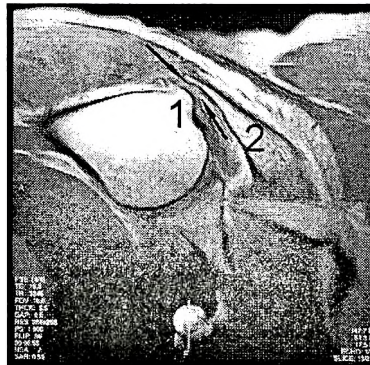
Кинематическая магнитно-резонансная томограмма плечевого сустава с тендиномом манжеты. Корональная проекция, ущемление кальцината (стрелки) между гипертрофированным большим бугорком (1) и акромиальным отростком (2).
